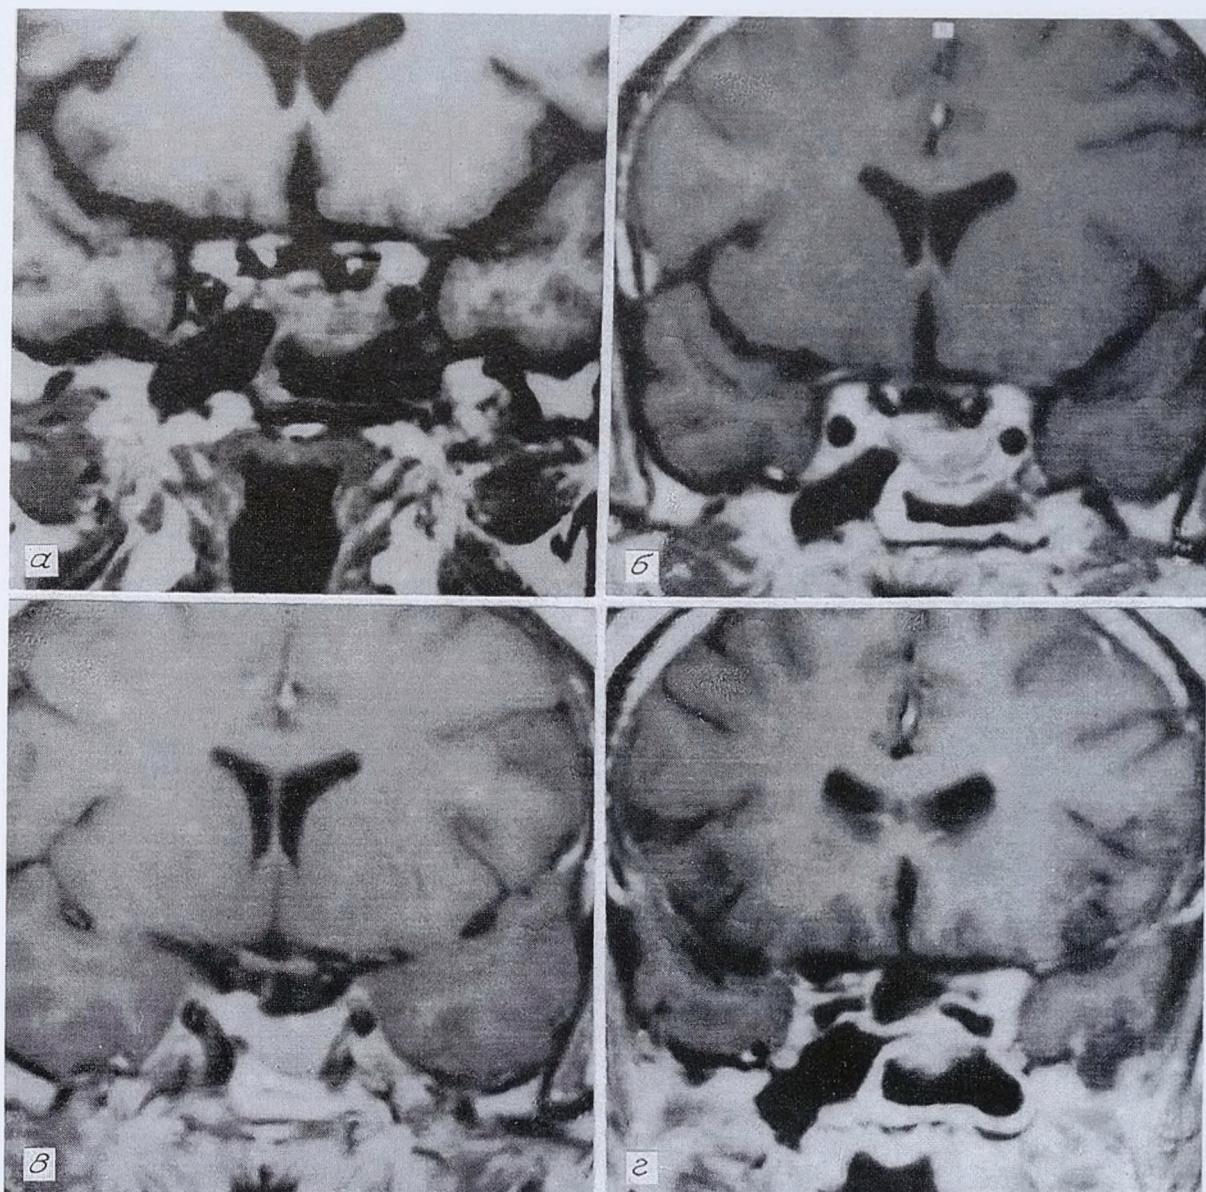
Магнитно-резонансные томограммы больной С., выполненные по стандартной методике (а) и после введения парамагнитного контрастного вещества "Магневист" (б—г).
